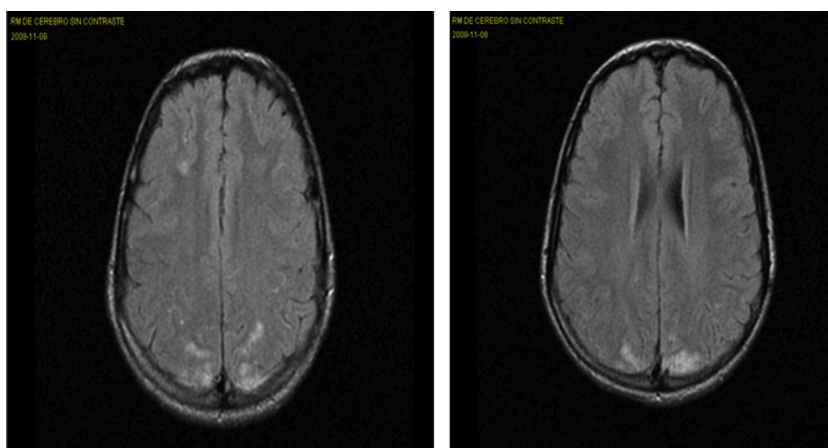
RM inicial: hiperintensidad de señales corticales y probablemente meníngeas en las regiones frontal, parietal y occipital, parcheada, parasagital, bilateral y simétrica, con predominio en el territorio posterior, sin restricción de la difusión.
